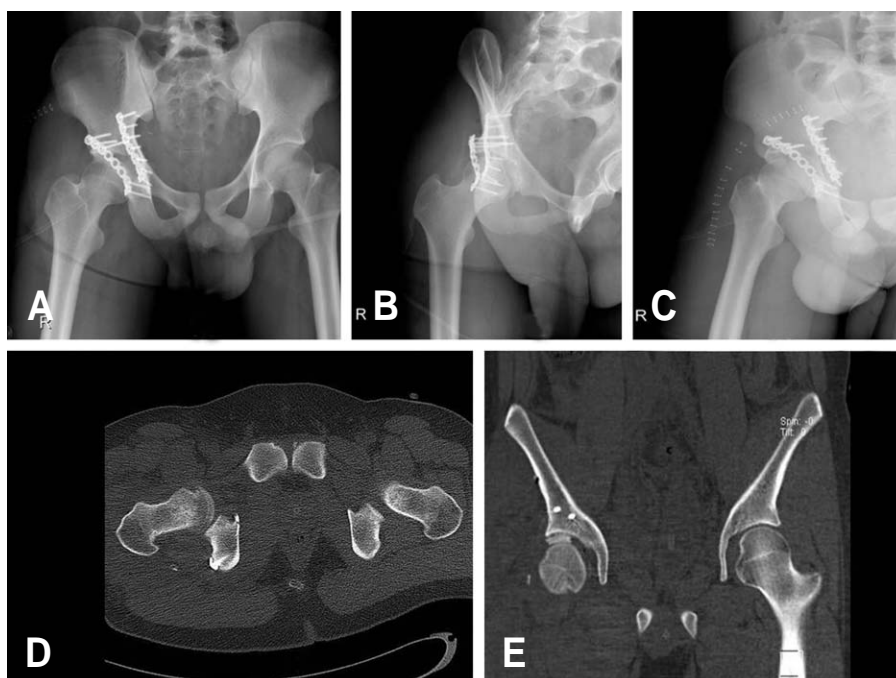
(A-C) Postoperative radiographs after open reduction and internal fixation of the acetabular fracture shows well reduction and no identified bony fragment within the hip joint. (D) Computed tomographic image shows the osteochondral defect on the anteroinferior aspect of the femoral head (E) Computed tomographic image shows the fracture fragment (about 2 cm sized fragment) interposed between the acetabular dome and femoral head in 3 weeks after operation.
